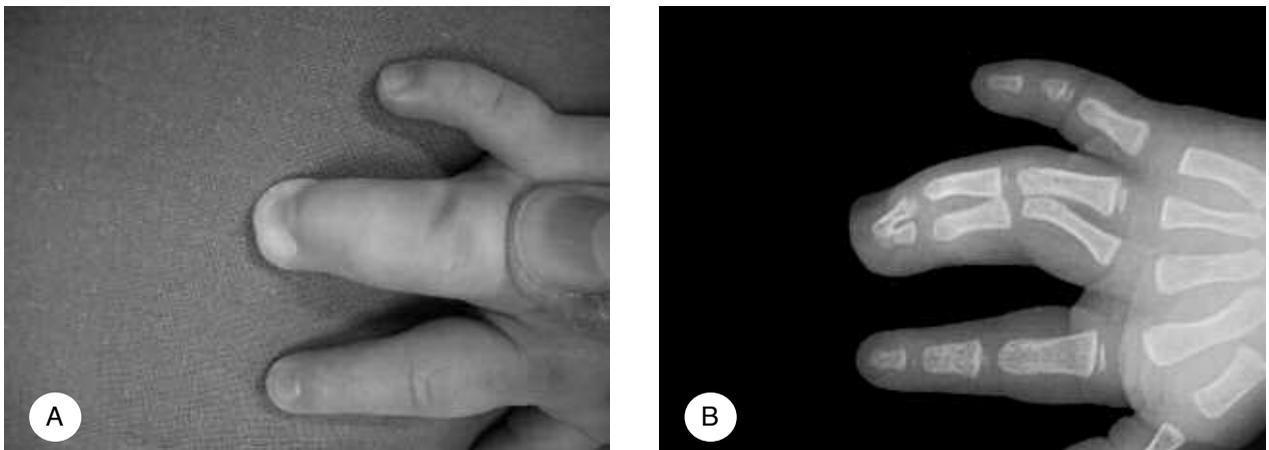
A) *Aspetto clinico di sindattilia complessa del 3 e 4 dito; B) Radiograficamente si evidenzia la sinostosi della falange distale.*
